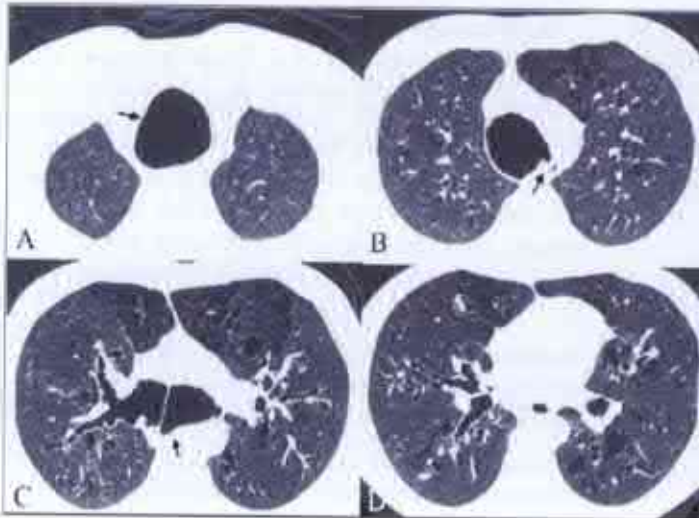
Tomografie computerizată axială (după Kuchhawa S. et al.). Dilatarea excesivă a traheii și a bronhiilor principale cu prezența unor diverticuli.
